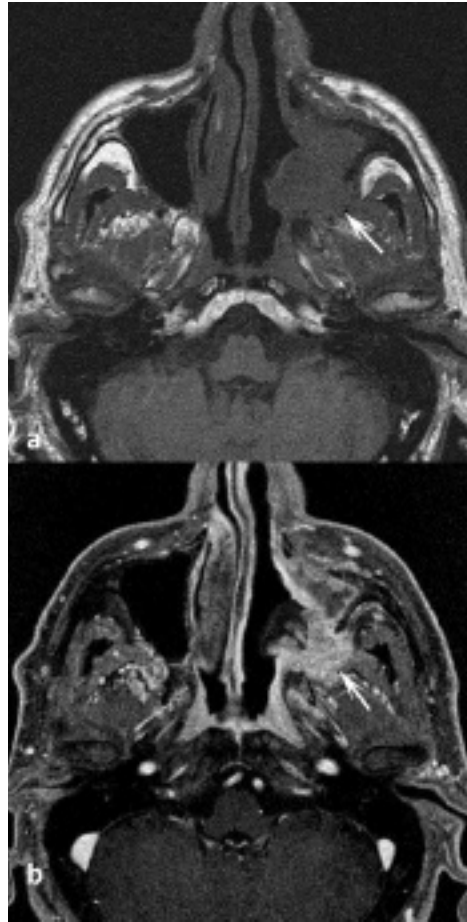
Recidiva di carcinoma adenoidocistico del seno mascellare sinistro. La lesione (frecche) appare di segnale intermedio nella sequenza RM T1 (a) e marcatamente impregnata dopo mdc nella sequenza VIBE (b). Da rilevare la ipointensità della midollare ossea del corpo dell'osso zigomatico sinistro, possibile segno di invasione intraspongiotica.
